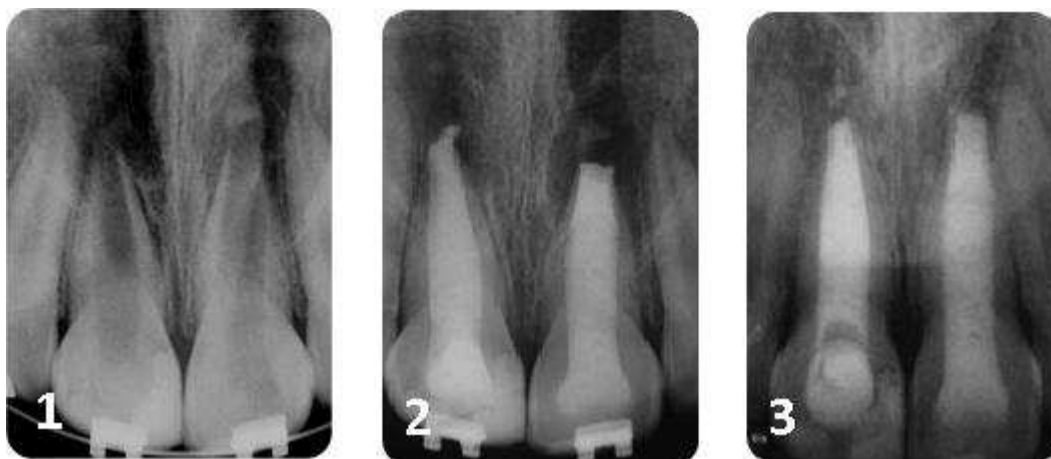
(1) Radiografia inicial; (2) Radiografia de qualidade, mostrando a medicação preenchendo todo o conduto radicular; (3) Radiografia feita na preservação, sendo possível observar o fechamento apical e o reparo das lesões periapicais (Soares et al. 2013).
